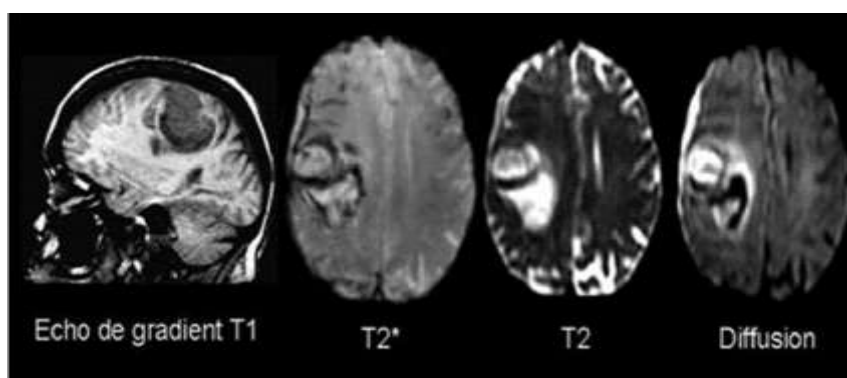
Lésion soudaine et intense provoquant un hématoème. Une imagerie par résonance magnétique (IRM) a été effectuée deux heures après l'apparition d'une faiblesse du côté gauche du corps, accompagnée de maux de tête.
